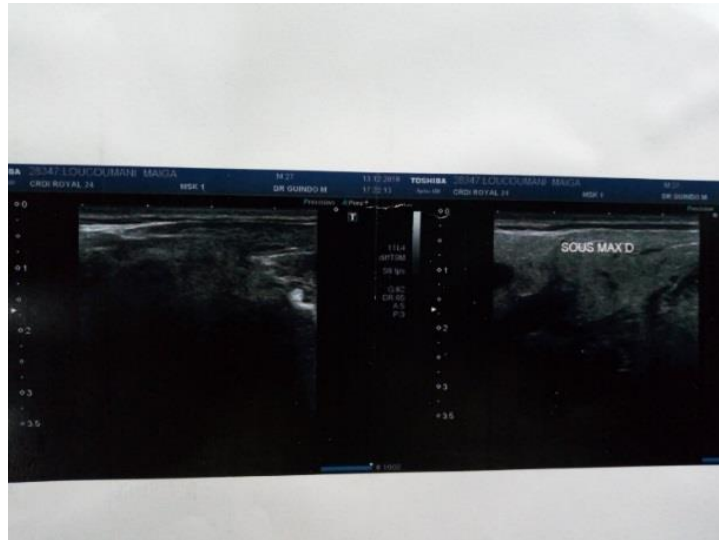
Image échographique de la glande sous-linguale
